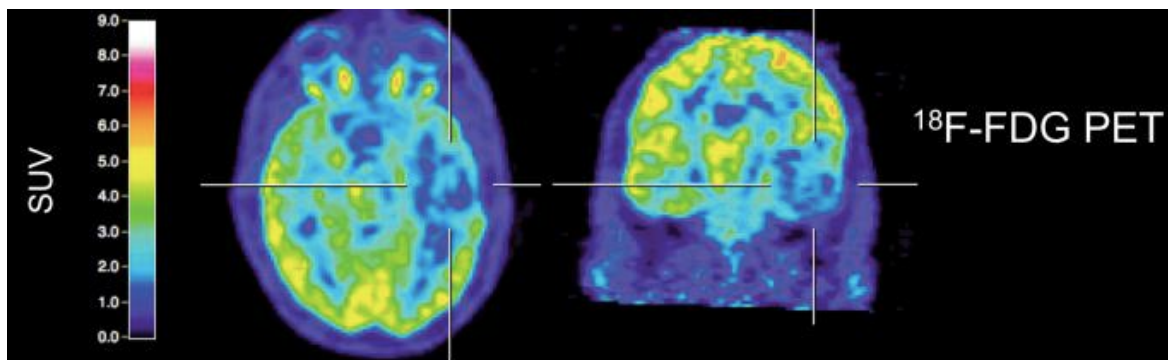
Meningioma studiato mediante PET con F-FDG
